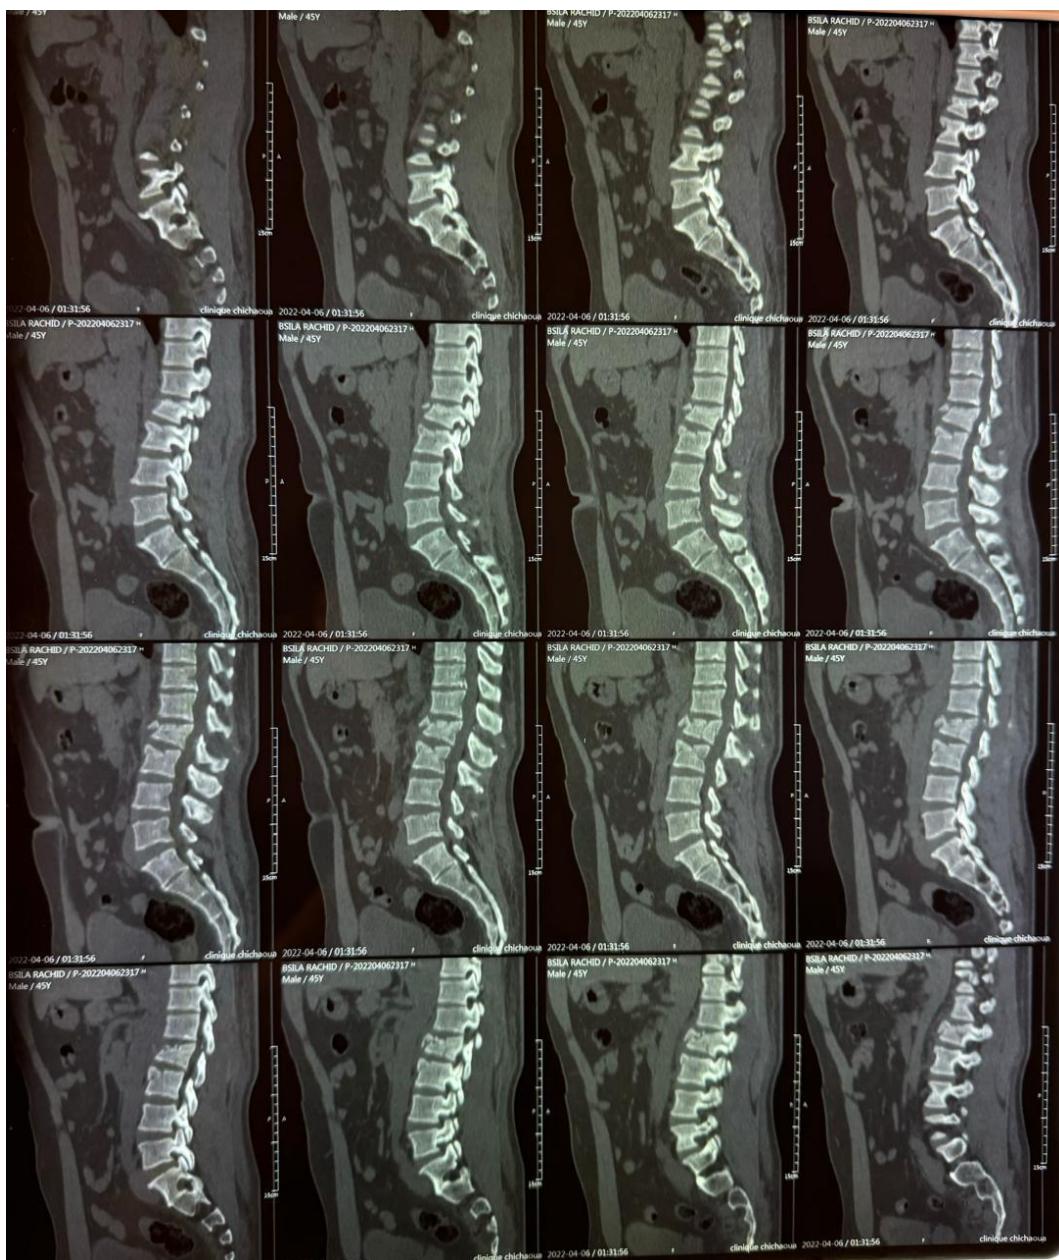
TDM préopératoire en coupe sagittale et fenêtre osseuse du rachis lombo-sacré montrant une fracture tassement communitive de grade II de L1 avec discret recul du mur vertébral postérieur et une fracture tassement de grade I de L2 sans recul du mur postérieur
